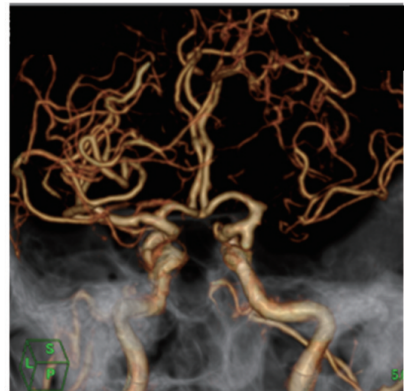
CTA shows the disappearance of the proximal portion of right middle cerebral artery, and the appearance of the distal portion.
